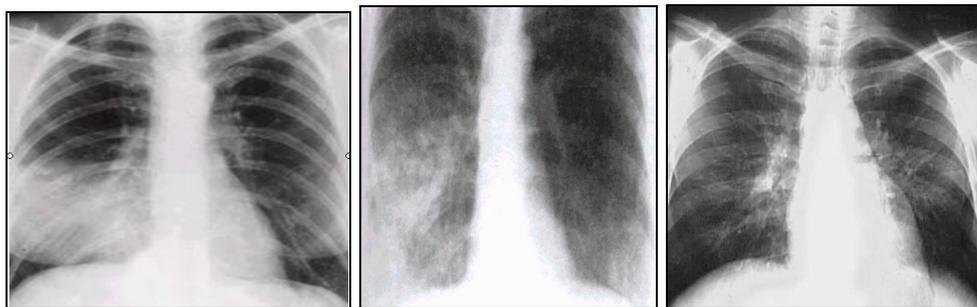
Radiographie pulmonaire. A. Pneumonie lobaire; pneumonie lobulaire; B. pneumonie interstitielle
